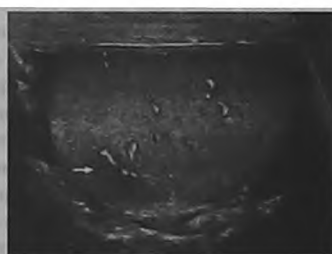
12-е сутки заболевания. 3D УЗИ мошонки. Поперечная проекция. Зрелый абсцесс левого яичка (стрелка), утолщение и инфильтрация левого семявыносящего протока (треугольная стрелка)
